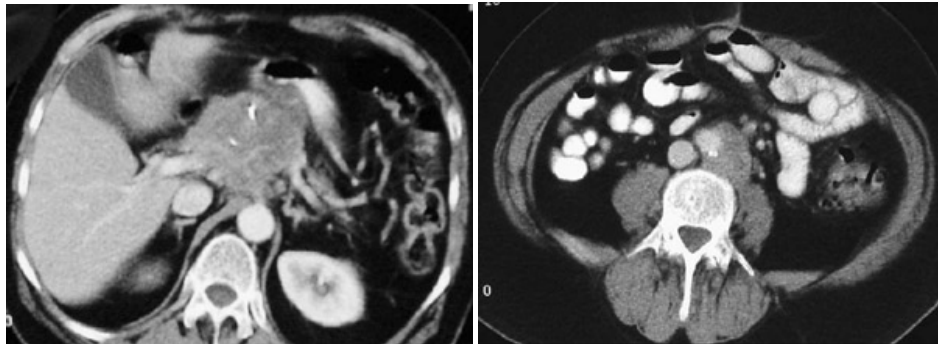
TAC de abdomen: masa sólida del cuerpo del páncreas que infiltra el tronco celíaco con una adenopatía paraaórtica izquierda.
